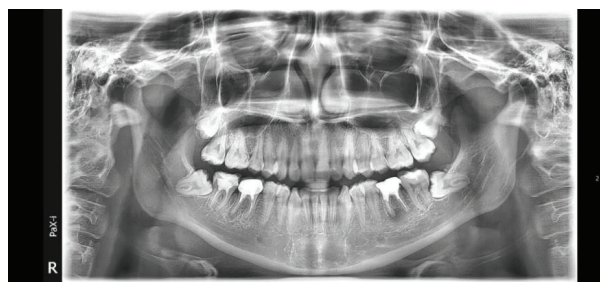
Ортопантомограмма пациента К.
